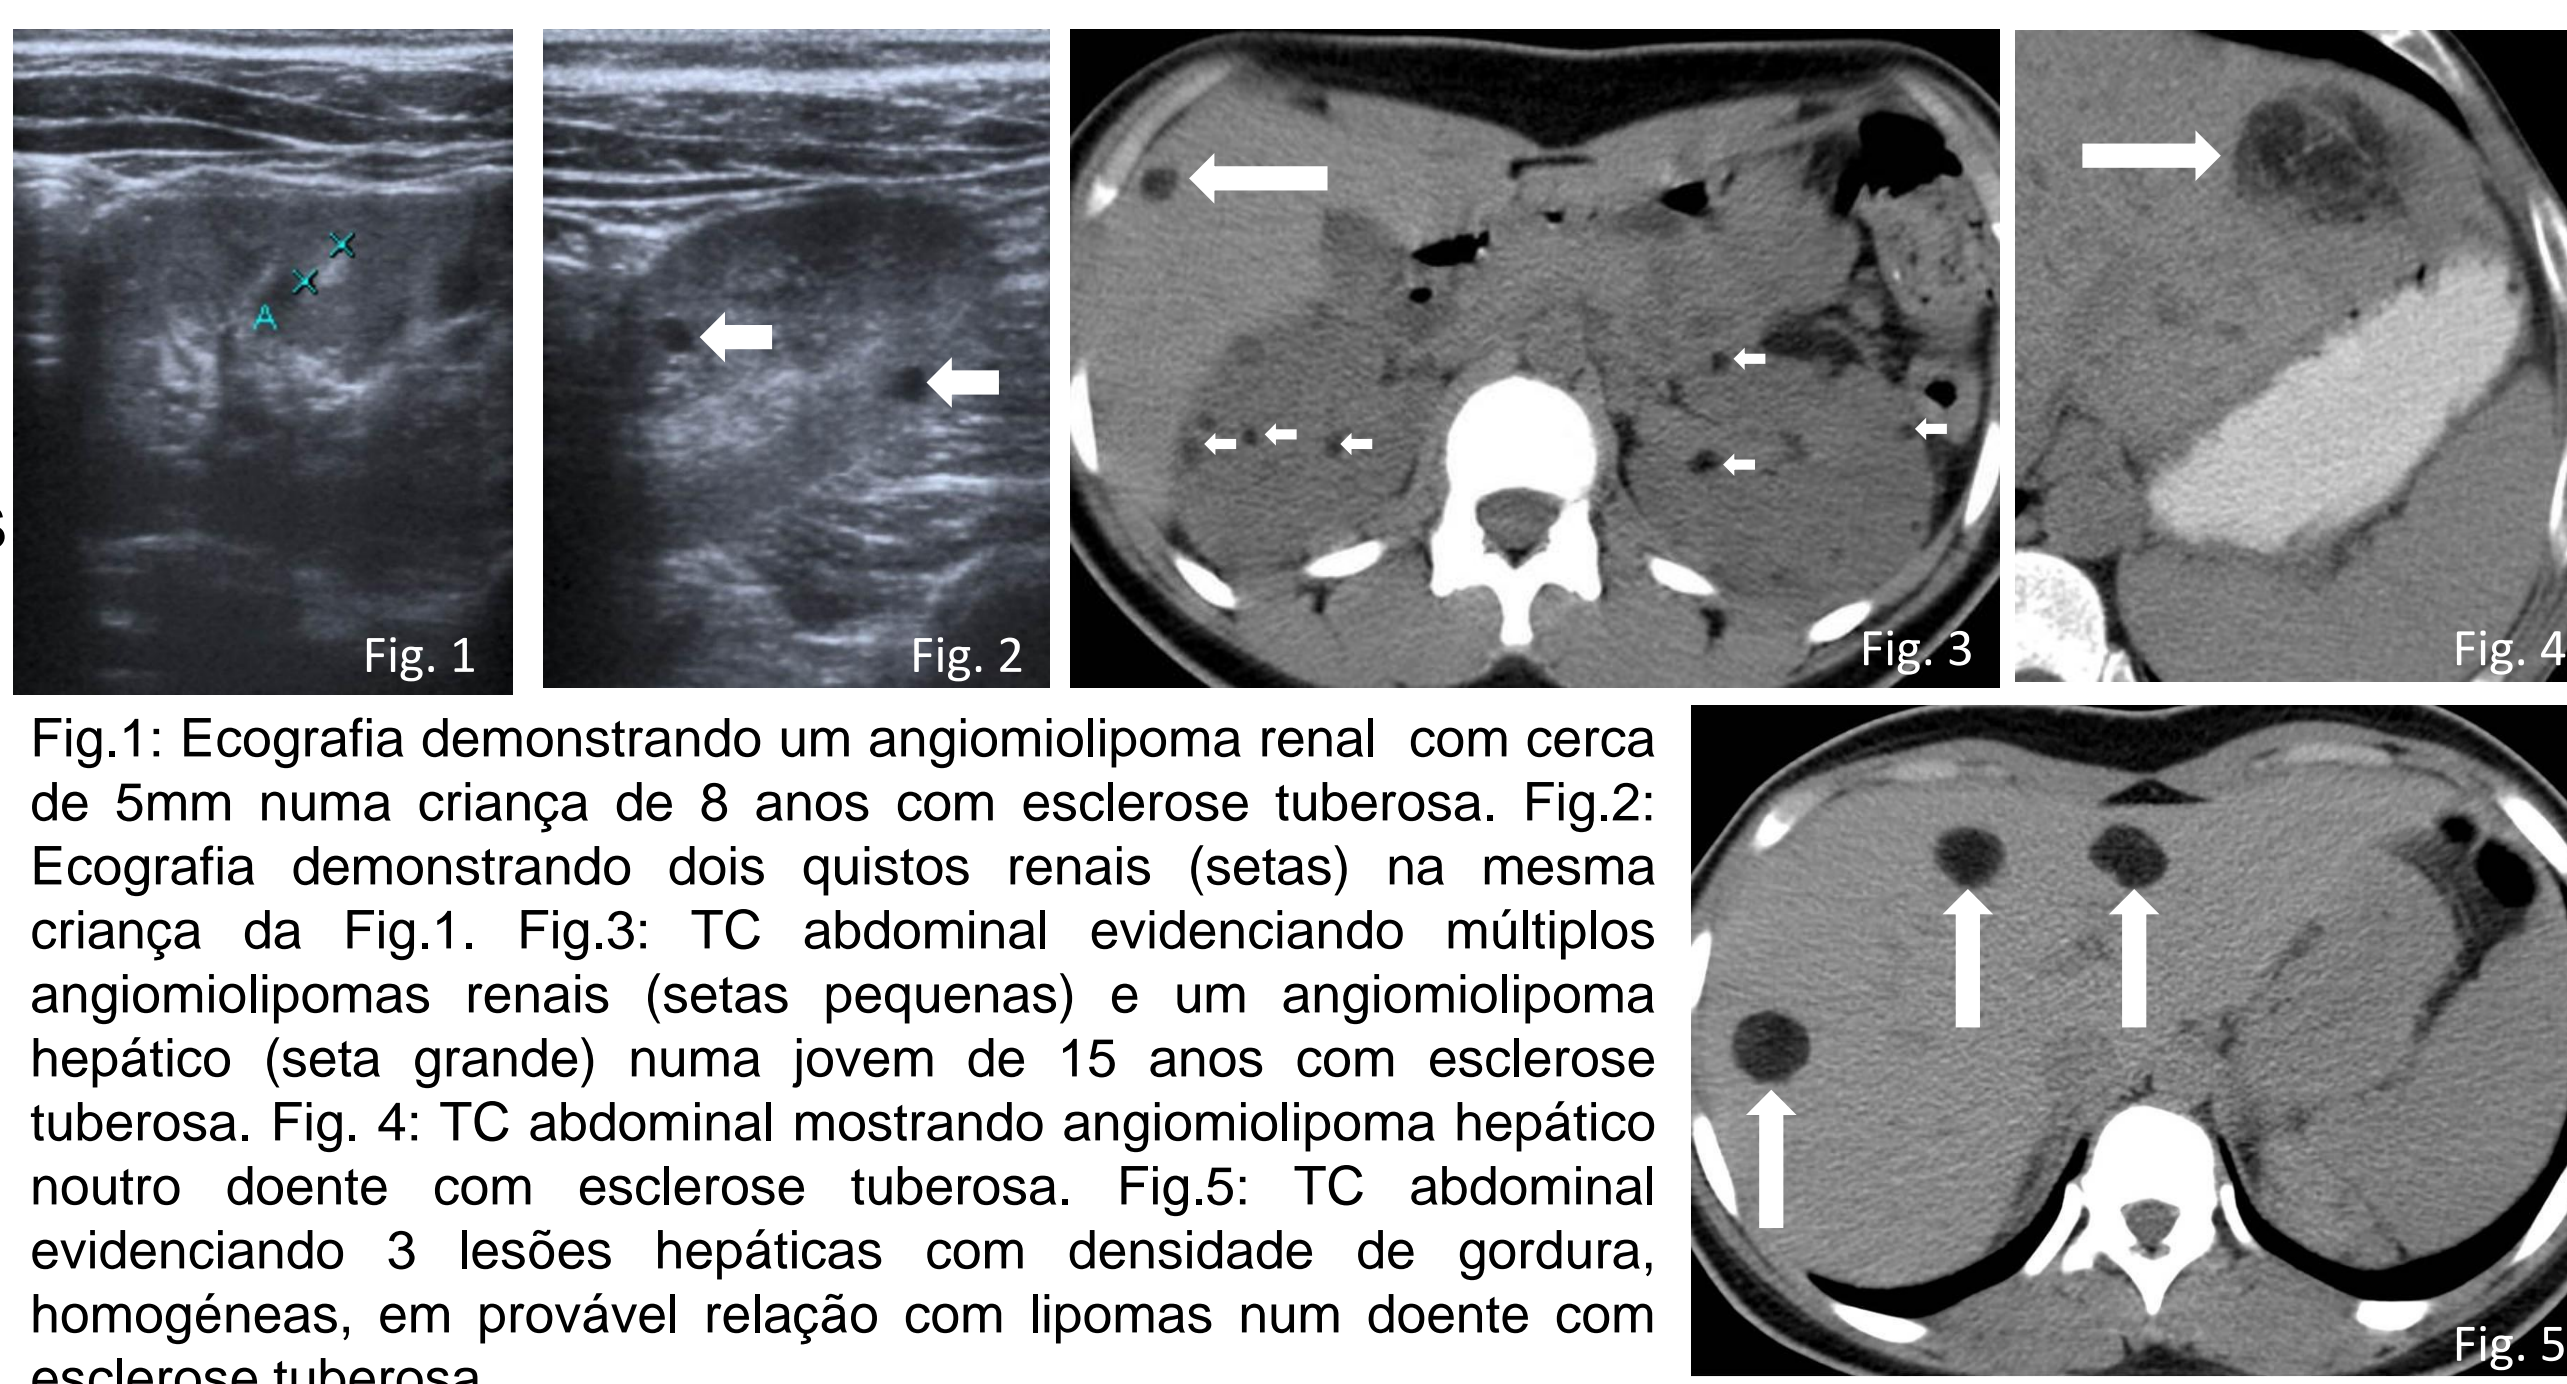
Ecografia demonstrando um angiomiolipoma renal com cerca de 5mm numa criança de 8 anos com esclerose tuberosa. Fig.2: Ecografia demonstrando dois quistos renais (setas) na mesma criança da Fig.1. Fig.3: TC abdominal evidenciando múltiplos angiomiolipomas renais (setas pequenas) e um angiomiolipoma hepático (seta grande) numa jovem de 15 anos com esclerose tuberosa. Fig. 4: TC abdominal mostrando angiomiolipoma hepático noutro doente com esclerose tuberosa. Fig.5: TC abdominal evidenciando 3 lesões hepáticas com densidade de gordura, homogêneas, em provável relação com lipomas num doente com esclerose tuberosa.
